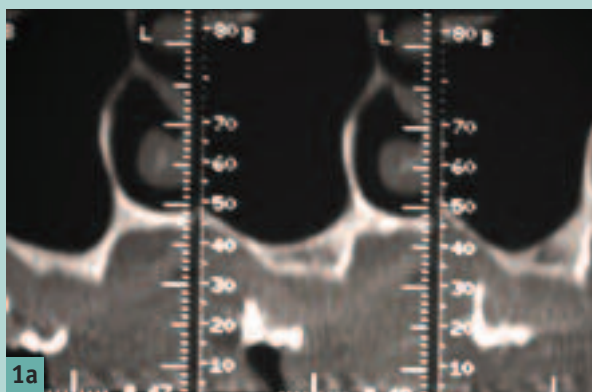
Diagnostic radiographique d'une atrophie du maxillaire postérieur avec une hauteur osseuse sous sinusienne disponible de moins de 3 mm, nécessitant une greffe sinusienne préimplantaire en deux temps chirurgicaux.
